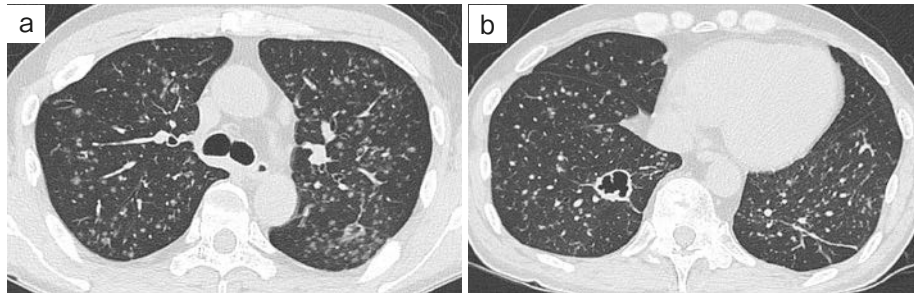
Chest HRCT findings on admission. (a, b) Chest HRCT findings on admission revealed diffuse nodular opacities with random distribution (a, b), and tumor shadow with thick-walled cavity (b).
